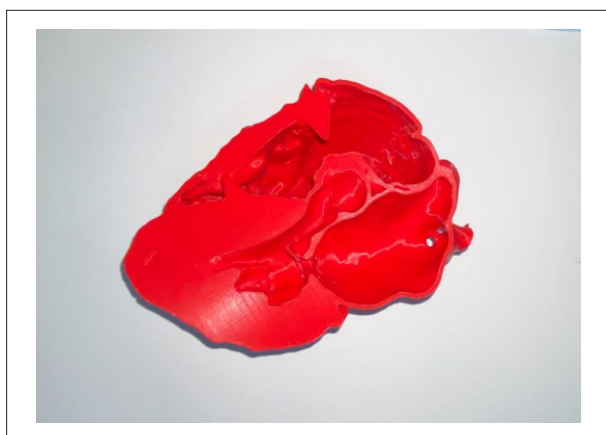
Modelo tridimensional de coração com amiloidose AL, produzido a partir de dados de imagem de RM.
